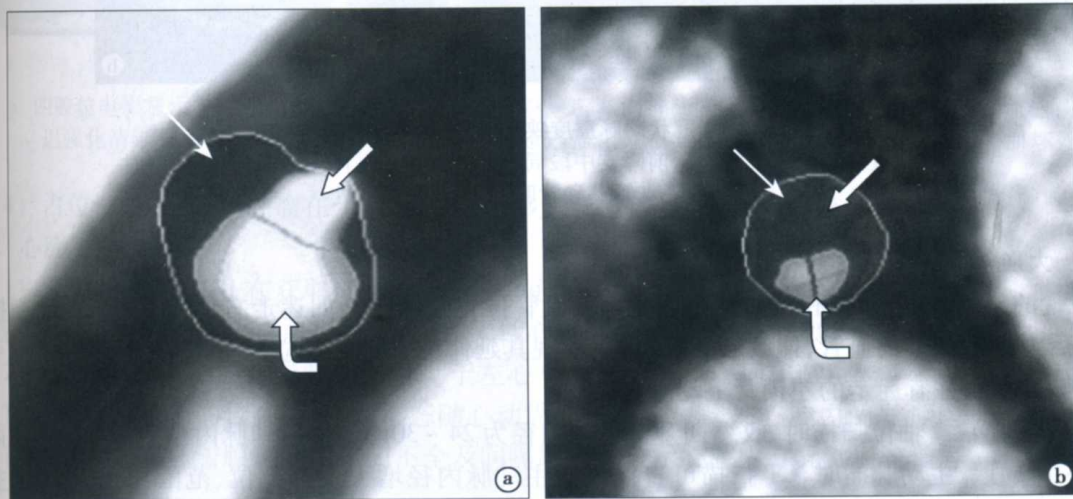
CT 后处理软件分析冠状动脉斑块(见彩插)
